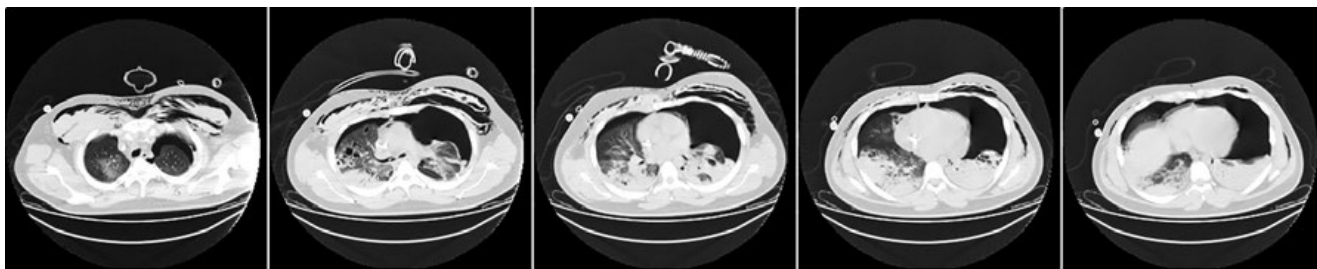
КТ ОГК от 30.01.17. КТ-картина альвеолярного отека легких, двухсторонней нижнедолевой пневмонии на фоне бронхоэктатической болезни. Высокая вероятность формирования абсцесса в нижней доле левого легкого (на данный момент полости нет). Большое количество патологического содержимого в бронхиальном дереве с обеих сторон (рекомендовано исключить специфический процесс). Двухсторонний пневмоторакс (больше слева), подкожная эмфизема.
